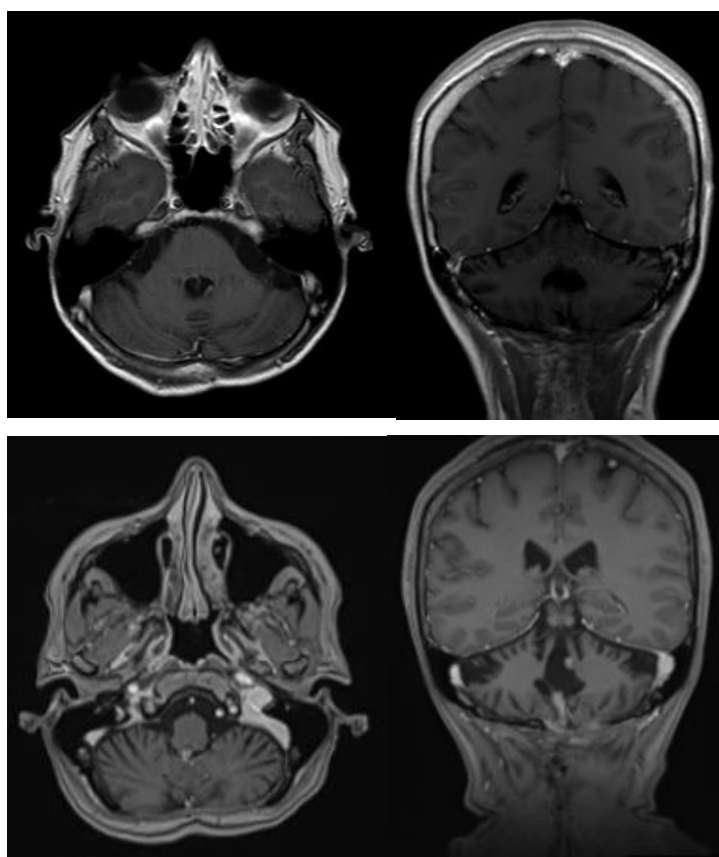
RM cerebral de abril-julio de 2026. Imágenes T1 poscontraste demuestra lesiones en IV ventrículo y entre el vermis cerebeloso- bulbo raquídeo.
